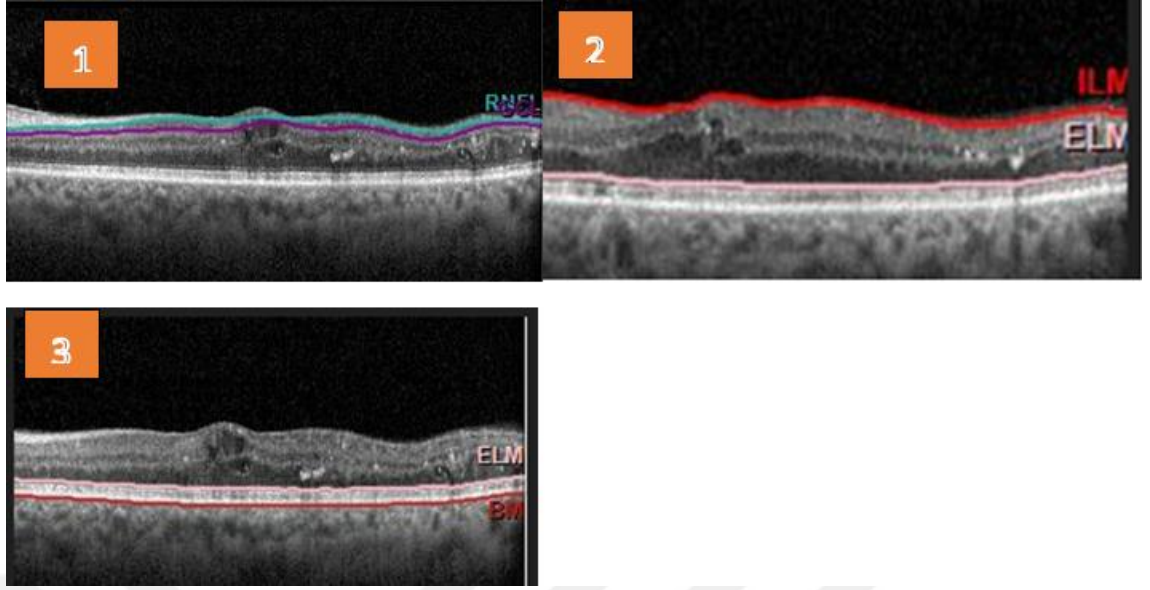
Optik koherens tomografide santral maküla kalınlığı ölçümü.
